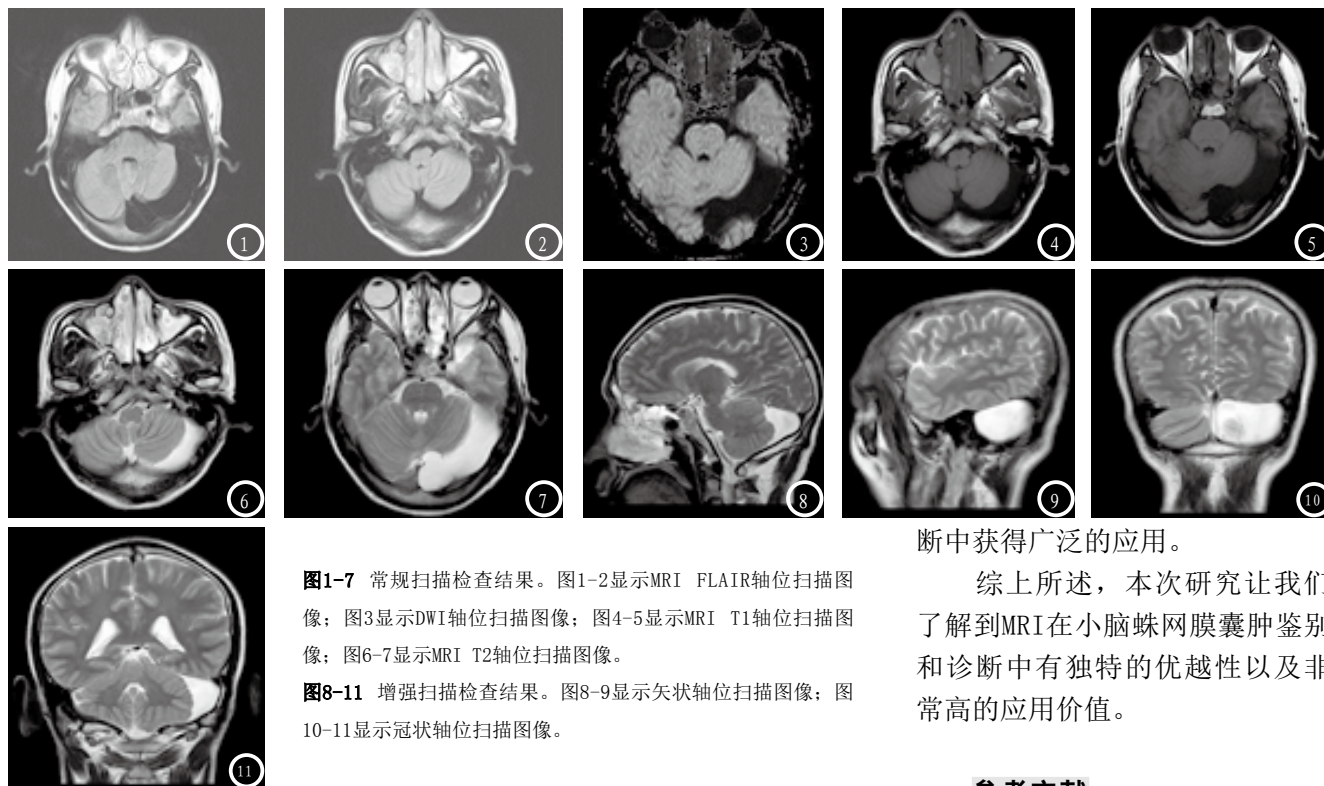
常规扫描检查结果。图1-2显示MRI FLAIR轴位扫描图像；图3显示DWI轴位扫描图像；图4-5显示MRI T1轴位扫描图像；图6-7显示MRI T2轴位扫描图像。
